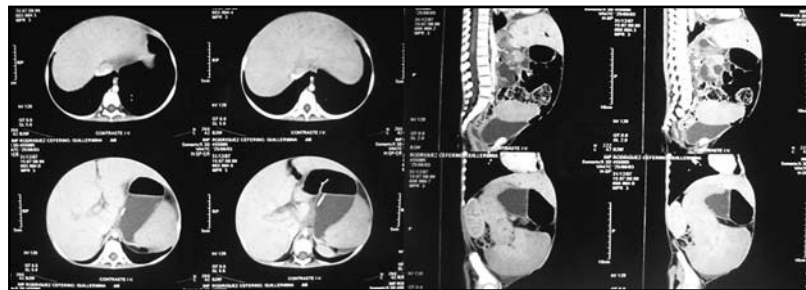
Tomografía simple de abdomen que muestra importante hepatoesplenomegalia.
